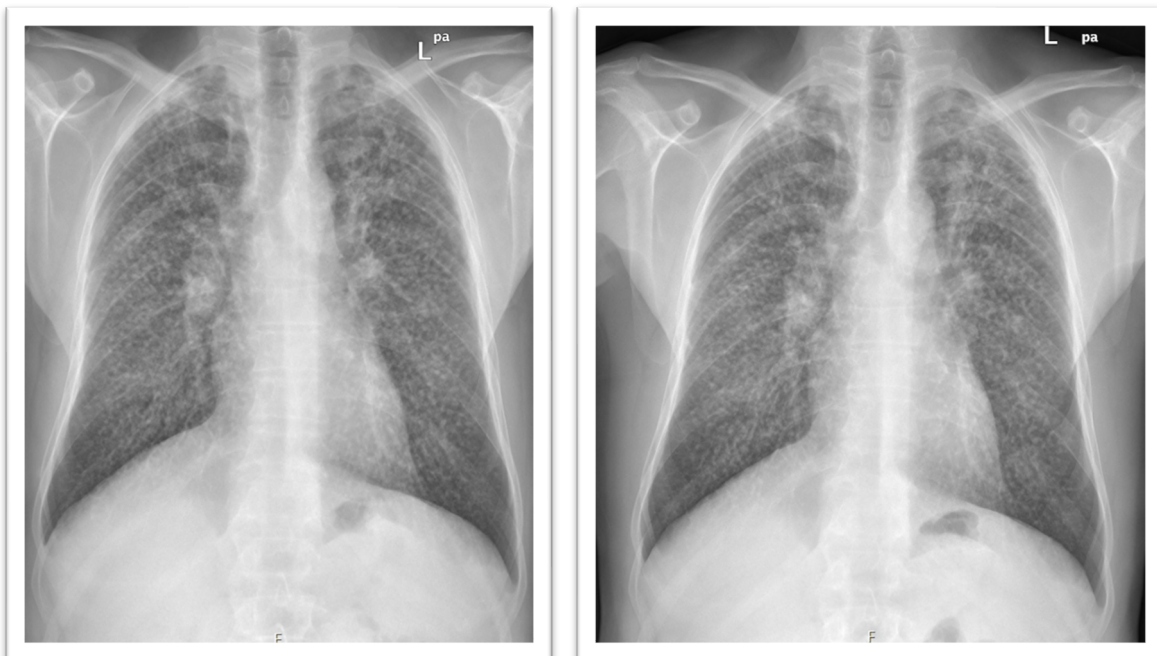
Radiografia de Fevereiro de 2022 (esquerda) e Radiografia de Março de 2023 (direita)
